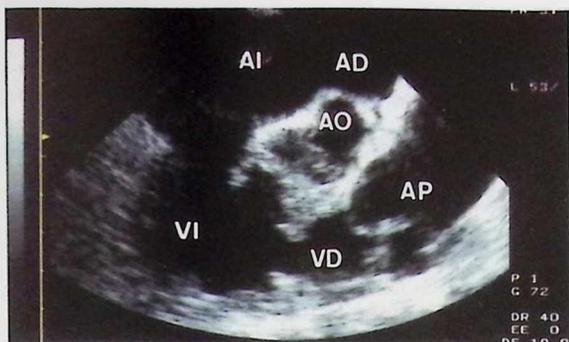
Ecocardiogramas transesofágicos: Arriba-izquierda: En la porción inferior de la imagen y de izquierda a derecha se observa el ventrículo izquierdo, el septo interventricular con un defecto, el ventrículo derecho a nivel del tracto de salida, y la válvula y arteria pulmonares. Las paredes del ventrículo derecho están engrosadas y la arteria pulmonar aparece dilatada. Abajo-izquierda: en el mismo corte que arriba, con Doppler-color se observa la presencia de un flujo turbulento en el infundíbulo pulmonar. En la parte más inferior, aparece otro flujo turbulento que corresponde al flujo a través de la CIV. Arriba-derecha: Ecocardiograma transesofágico en el que se observa ambas aurículas, válvulas aórtica y mitral, y ambos ventrículos. Con la imagen codificada en color se detecta, en la zona del defecto del tabique interauricular, un flujo codificado en aquel que se dirige desde la aurícula derecha hacia la aurícula izquierda y hacia la valva anterior de la mitral. Abreviaturas como en las figuras anteriores.
